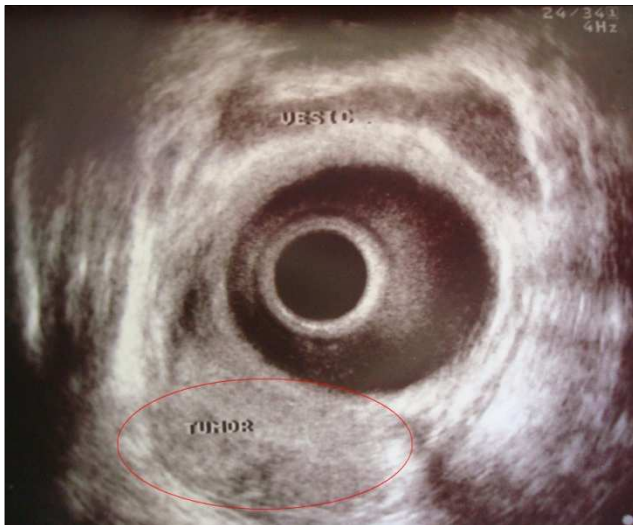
Ecografia endorectal
